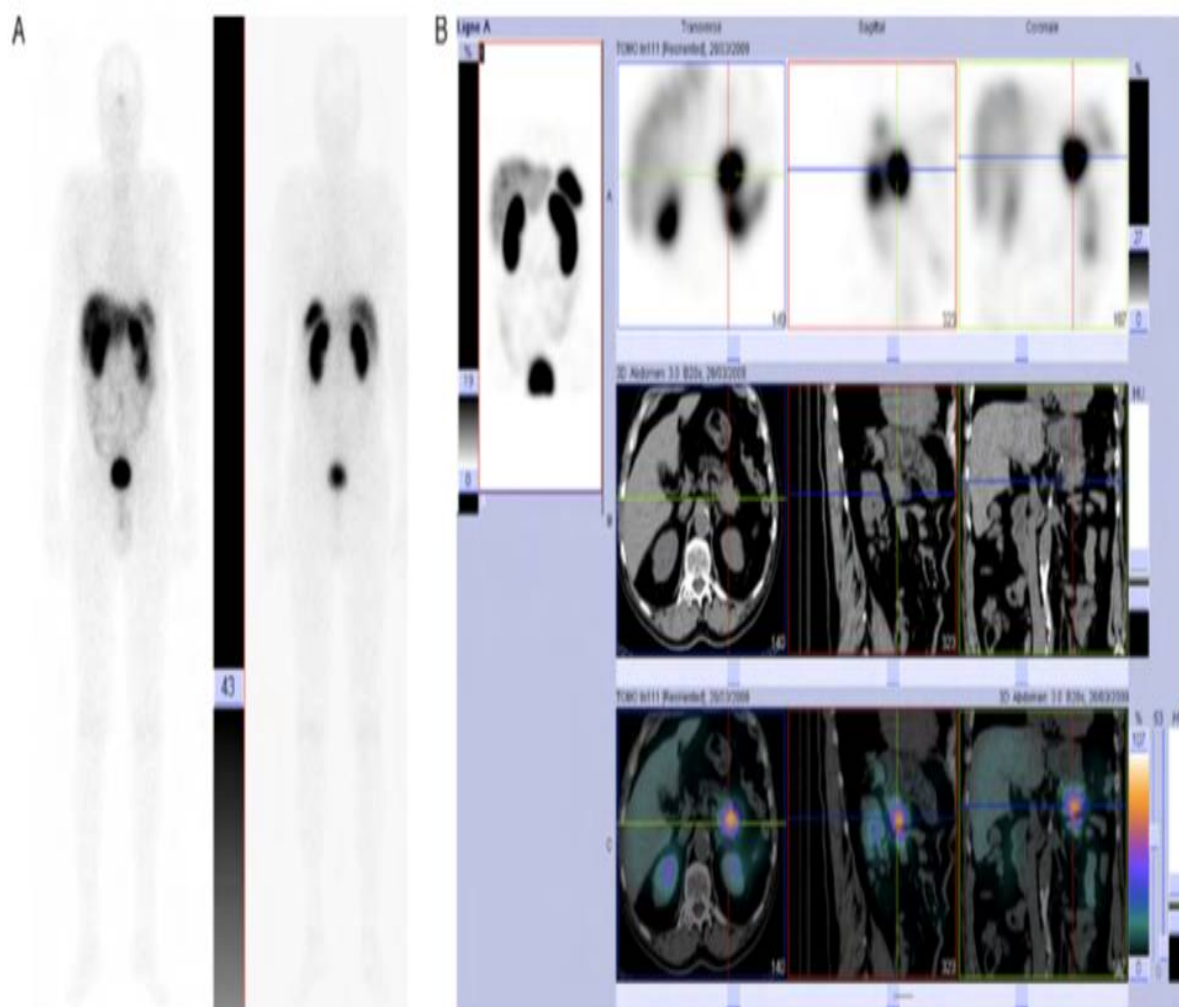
A. Images planaires du corps entier de la scintigraphie au ^{111}In -pentétréotide pratiquée chez un patient présentant une tumeur de la queue du pancréas, suspectée d'origine endocrine. La répartition du radiopharmaceutique paraît physiologique.
